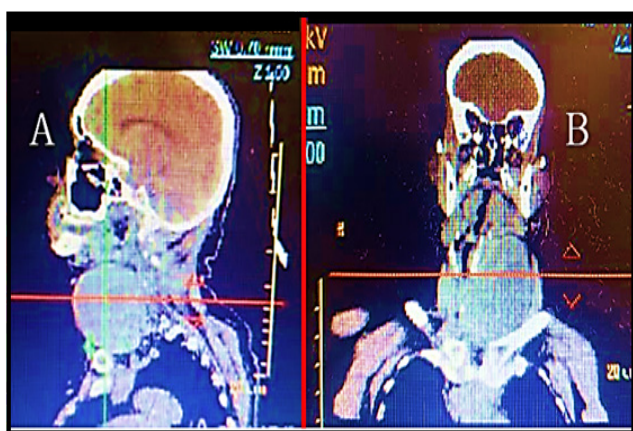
Tomografía computarizada de cuello con contraste. A) Corte sagital, donde se observa LOE a nivel del cuello insinuado hacia cavidad torácica. B) Corte coronal, LOE que parece corresponder a lesión nodular de lóbulo izquierdo de la tiroides. Fuente: imágenes de los autores
